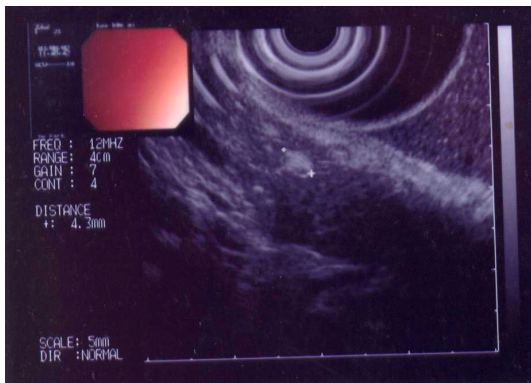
Endoscopic ultrasonography shows 7 mm sized hypoechoic mass in distal pancreas (arrow)
